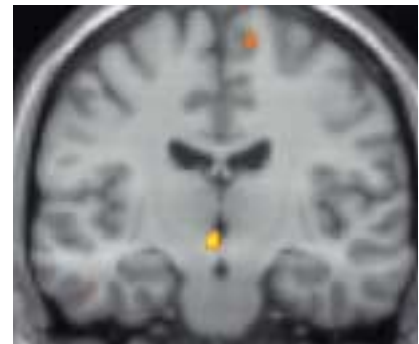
PET-Aktivierung (9):
